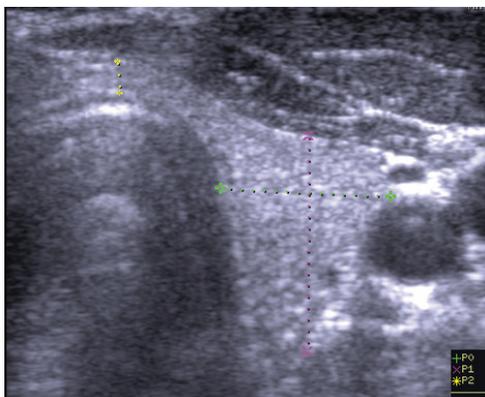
Пациент Б., 60 л., УЗИ (левая доля, поперечная проекция). Преобладает почти однородная изоэхогенная ткань.
